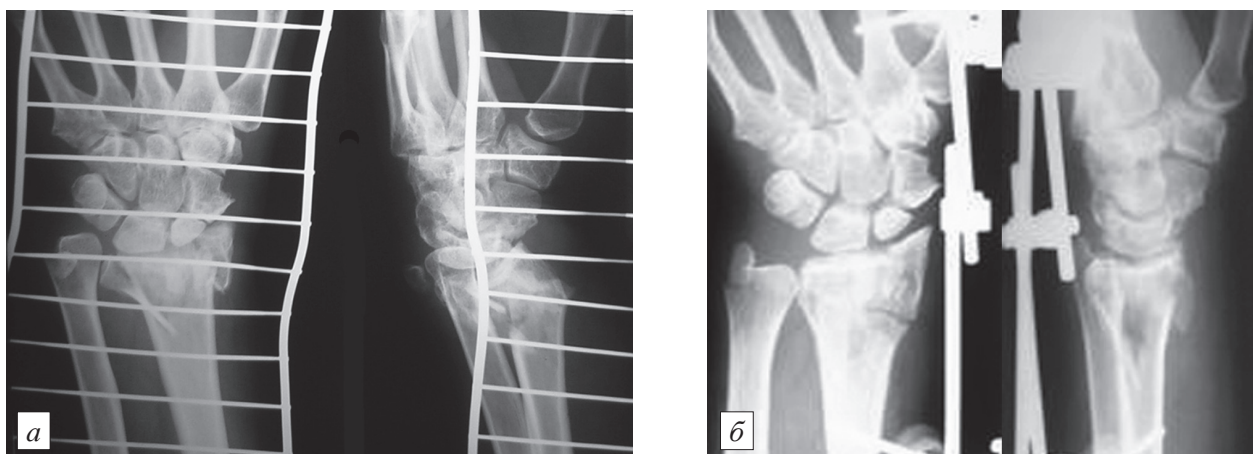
Рентгенограммы пациентки М., 43 лет.
